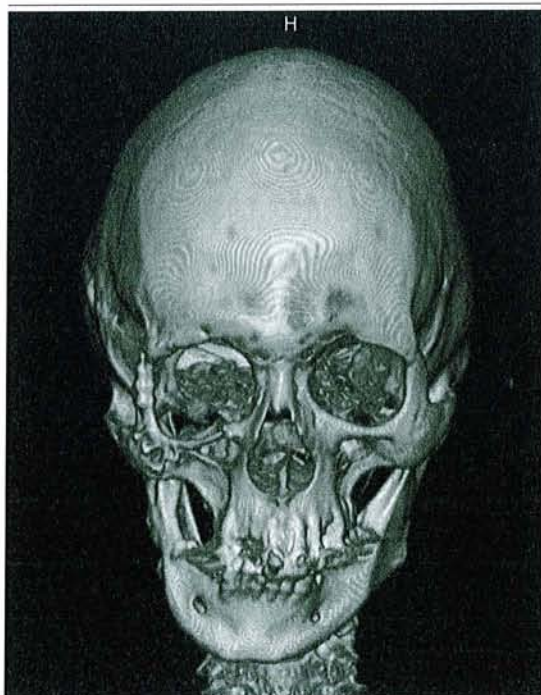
TDM Reconstructions 3D ; résultats à 15 ans d'une reconstruction orbitaire droite par ostéotomie d'ascension de l'hémicadre orbitaire associée à des greffes osseuses costales au niveau de la paroi orbitaire inféro-externe et du plancher. (avec l'aimable autorisation de Mr le Pr Blum).
